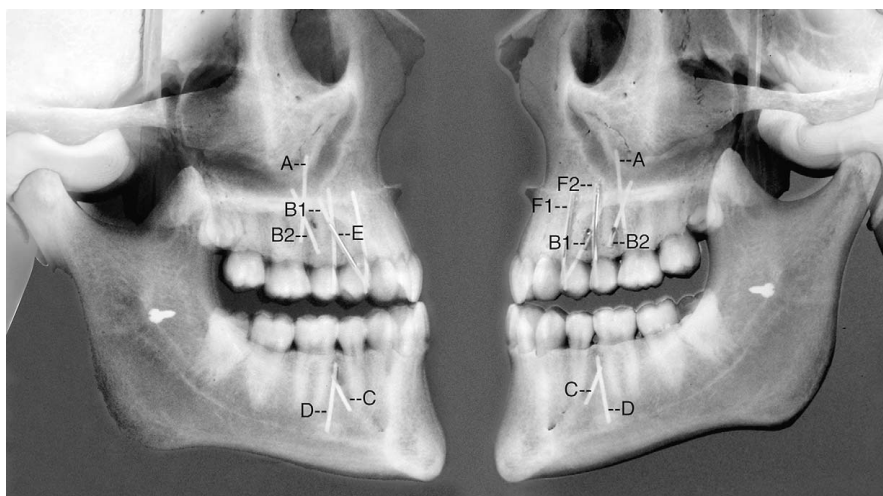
Imagem da telerradiografia de perfil do crânio seco e fios de aço para simular posições de premolares. [NOHADANI; POHL; RUF, 2008].
